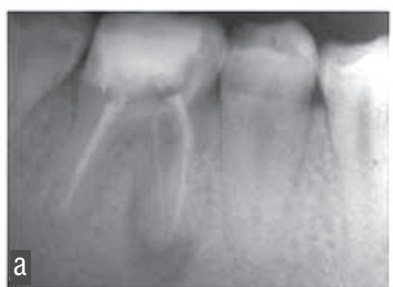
а – пациентка М., 17 лет, диагноз: хронический апикальный периодонтит (апикальная гранулема) зуба 36. На диагностической рентгенограмме: очаг просветления (деструкции костной ткани) в области медиального и дистального корней размером 10х9 мм; б – контрольная рентгенограмма, состояние через три мес. после временного пломбирования корневых каналов гидроксидами кальция на водной основе. Очаг деструкции значительно уменьшился, лечение продолжается; в – контрольная рентгенограмма зуба 36 через 3 года после пломбирования корневых каналов гутаперчивыми штифтами и силером на основе гидроксида кальция
